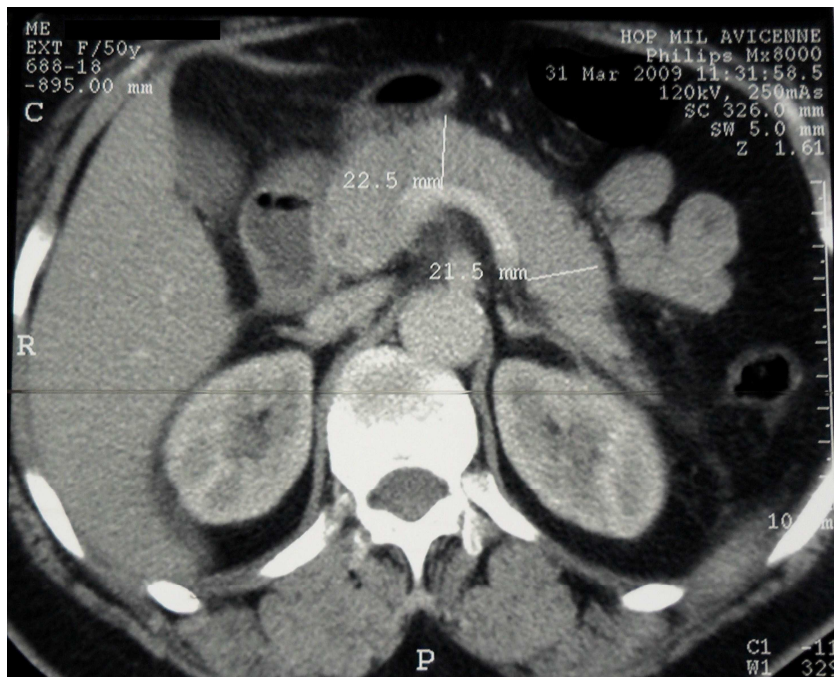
Image TDM avec contraste, qui montre une pancréatite grade D avec un pancréas tuméfié et homogène associé a un épaissement des fascias para-rénaux
